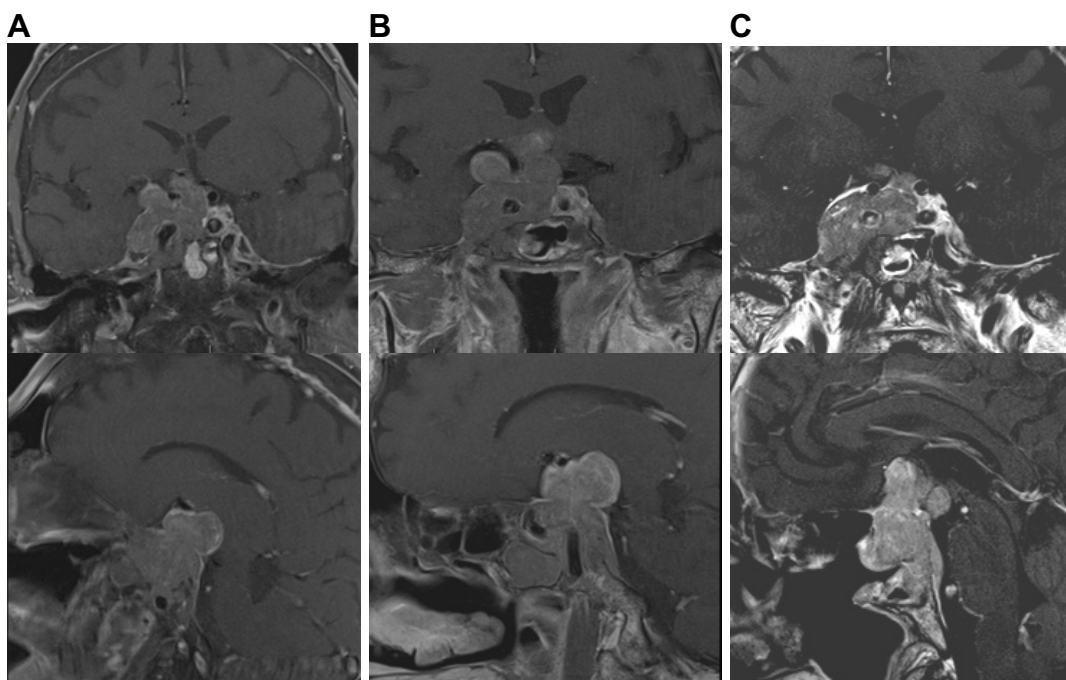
RM de sela túrcica do indivíduo II.2. A imagem realizada 12 meses após craniotomia (A). Seguimento 6 meses após primeira imagem (B) mostrando crescimento principalmente na porção mais cefálica. Nova imagem 6 meses após debulking mostrando persistência do volumoso adenoma (C).
